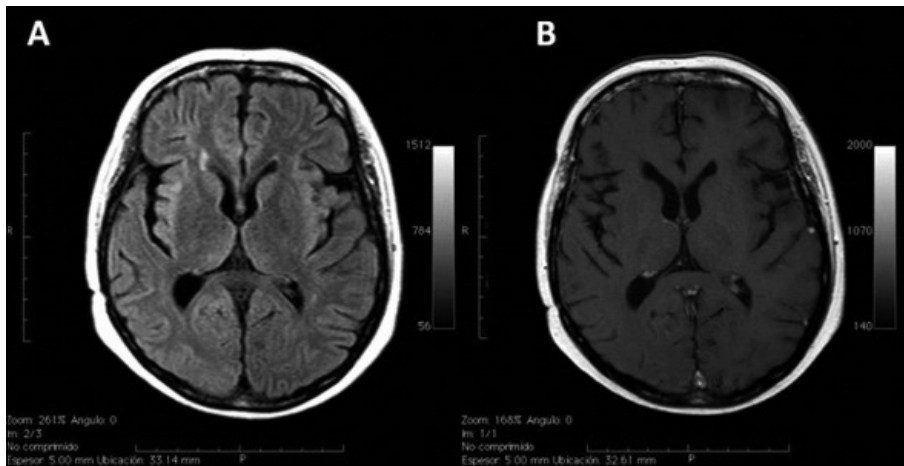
RNM posterior a EPC. (A) T2W-FLAIR. (B) T1-Gd.
